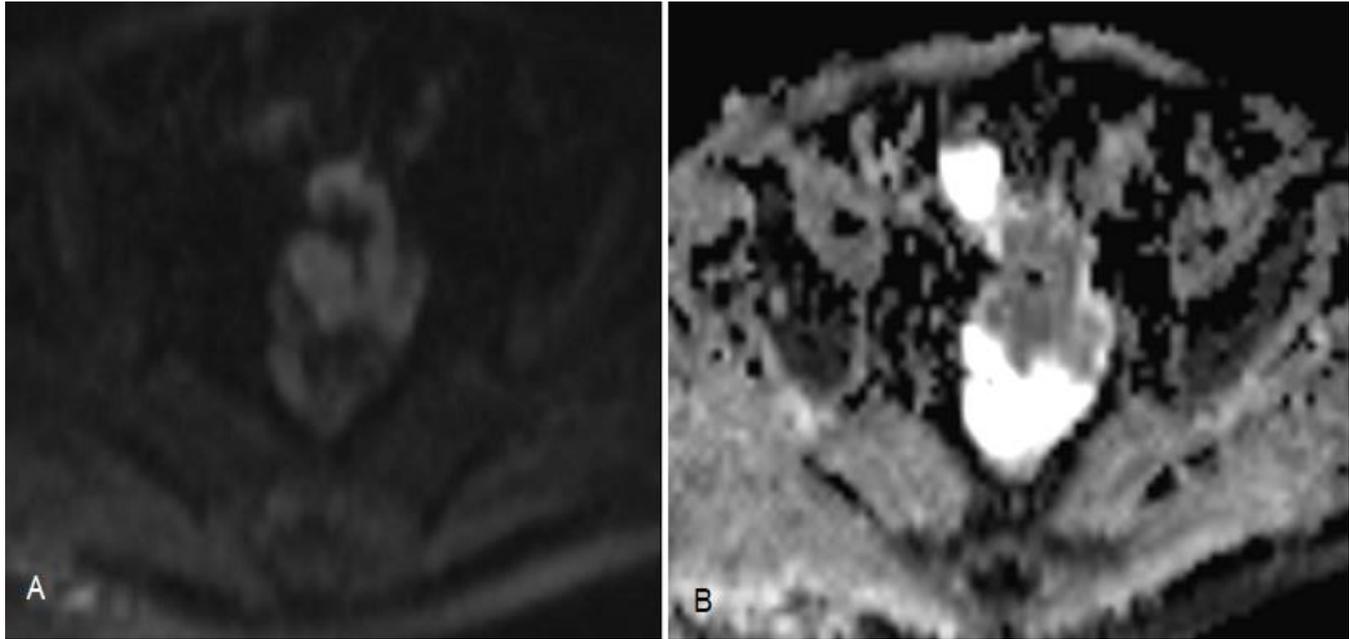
RM de pelvis secuencias de difusión (A) y mapa de ADC (B) evidenciando la marcada restricción de la lesión.
